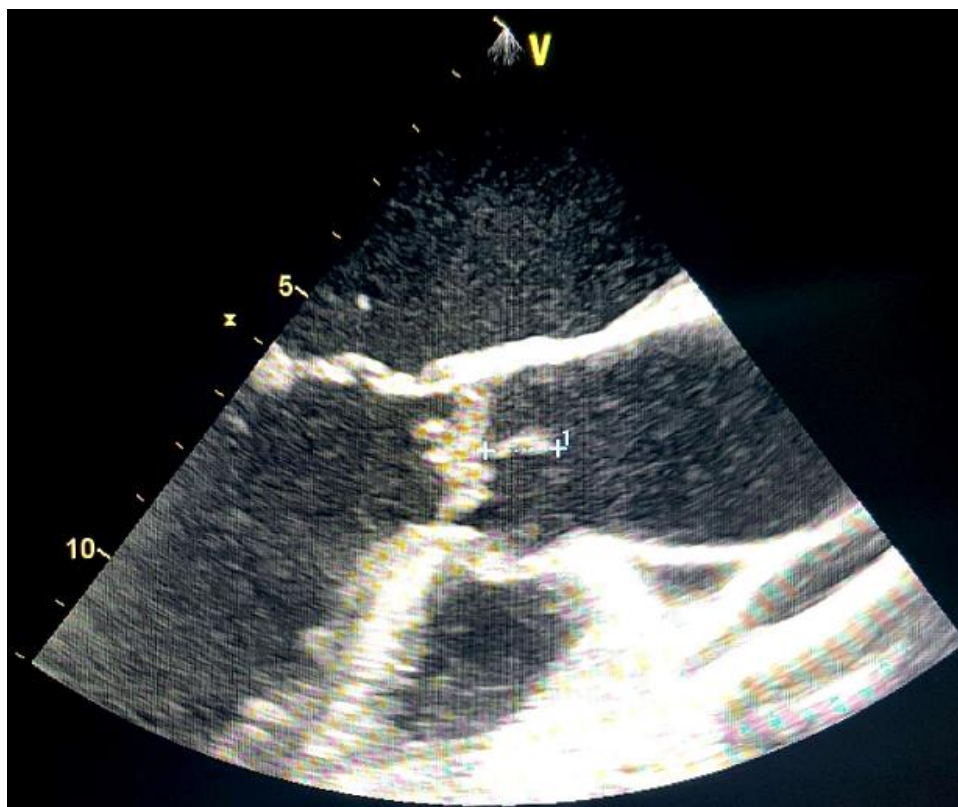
Image échocardiographique montrant une végétation aortique
